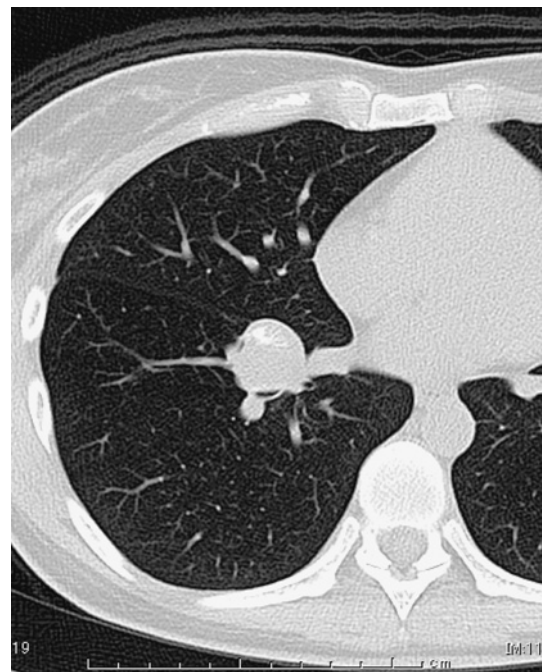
Chest CT revealed a well-defined tumor with irregular calcification in the right lower lobe (S⁸). The tumor deformed the right lower lobe bronchus (B⁸).
